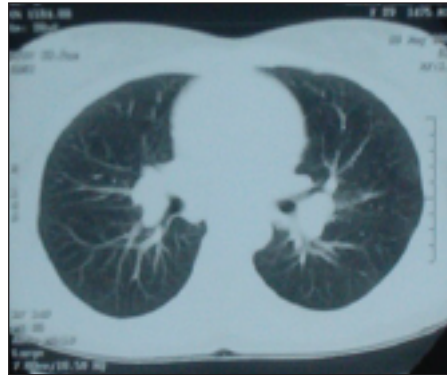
Caso clínico 2: TAC torácica com adenopatias hilares bilaterais
